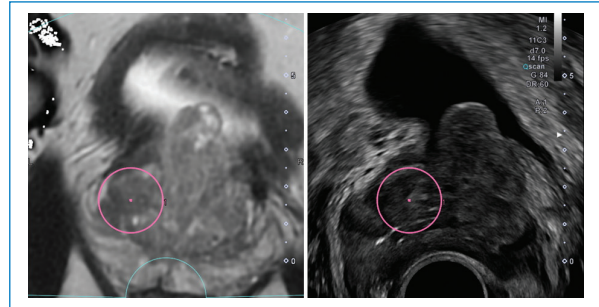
Biopsia prostática dirigida mediante fusión de RMmp (izquierda) y ecografía transrectal (derecha) asistida por *software* (Smart Fusion, Toshiba Aplio i800). El círculo rosa indica el área de la lesión objetivo para la toma de muestra.
